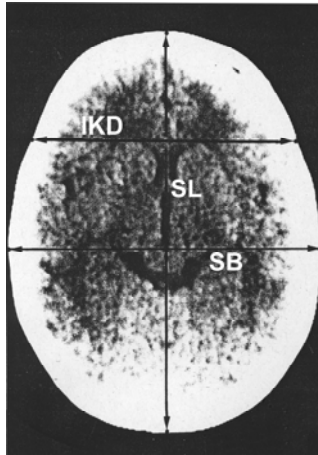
Axiale CT-Schichtaufnahme mit Darstellung von sagittaler Schädel-Länge (SL), interparietaler Schädelbreite (SB) und interkoronarer Distanz (IKD)
